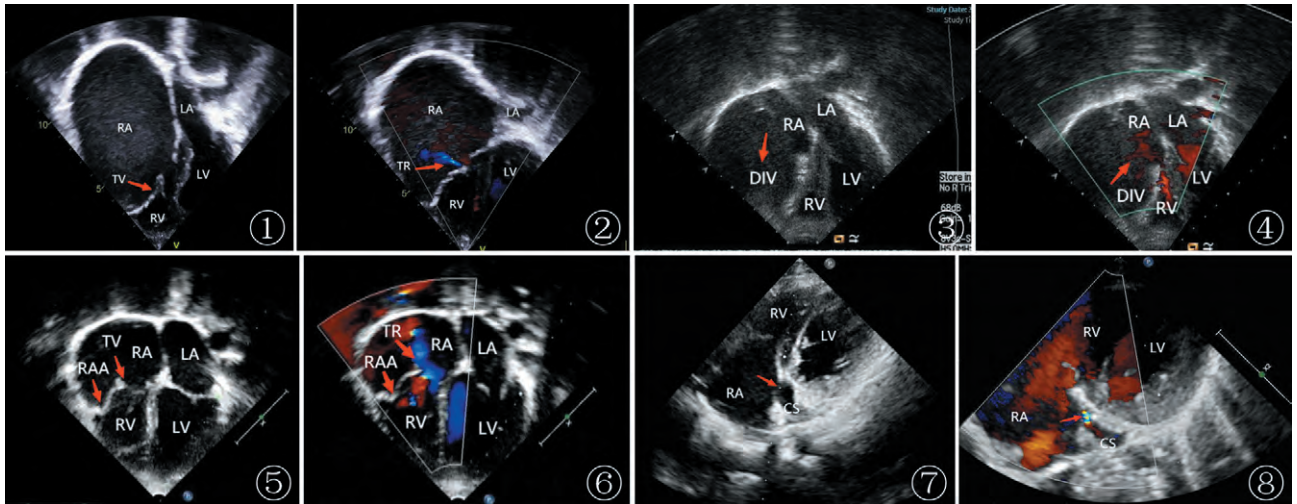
2 原发性右心房扩张。图 1 心尖四腔切面可见右心房明显扩张,三尖瓣叶位置正常(红色箭头所示);图 2 彩色多普勒超声显示三尖瓣轻度反流(红色箭头所示)(LA:左心房;LV:左心室;RA:右心房;RV:右心室;TV:三尖瓣;TR:三尖瓣反流)图 3 4 右心房憩室。图 3 心尖四腔切面显示右心房外侧出现无回声区,向右心室外侧壁膨出,可见三尖瓣环及右心室受压,憩室与右心房之间可见憩室颈(红色箭头所示);图 4 彩色多普勒超声显示三尖瓣口及憩室颈处红色血流信号(红色箭头所示)(DIV:憩室)图 5 6 原发性右心耳扩张。图 5 心尖四腔切面显示右心耳明显增大,突向右心房外侧壁(红色箭头所示),三尖瓣叶位置正常(红色箭头所示);图 6 彩色多普勒超声显示三尖瓣反流及扩张右心耳(红色箭头所示)(RAA:右心耳)图 7 8 冠状静脉窦憩室。图 7 扫查低位胸骨旁四腔心切面后,探头向后压显示 CS 长轴,可见冠状静脉窦憩室形成,CS 开口大小正常(红色箭头所示);图 8 彩色多普勒超声显示 CS 开口处血流(红色箭头所示)(CS:冠状静脉窦)
